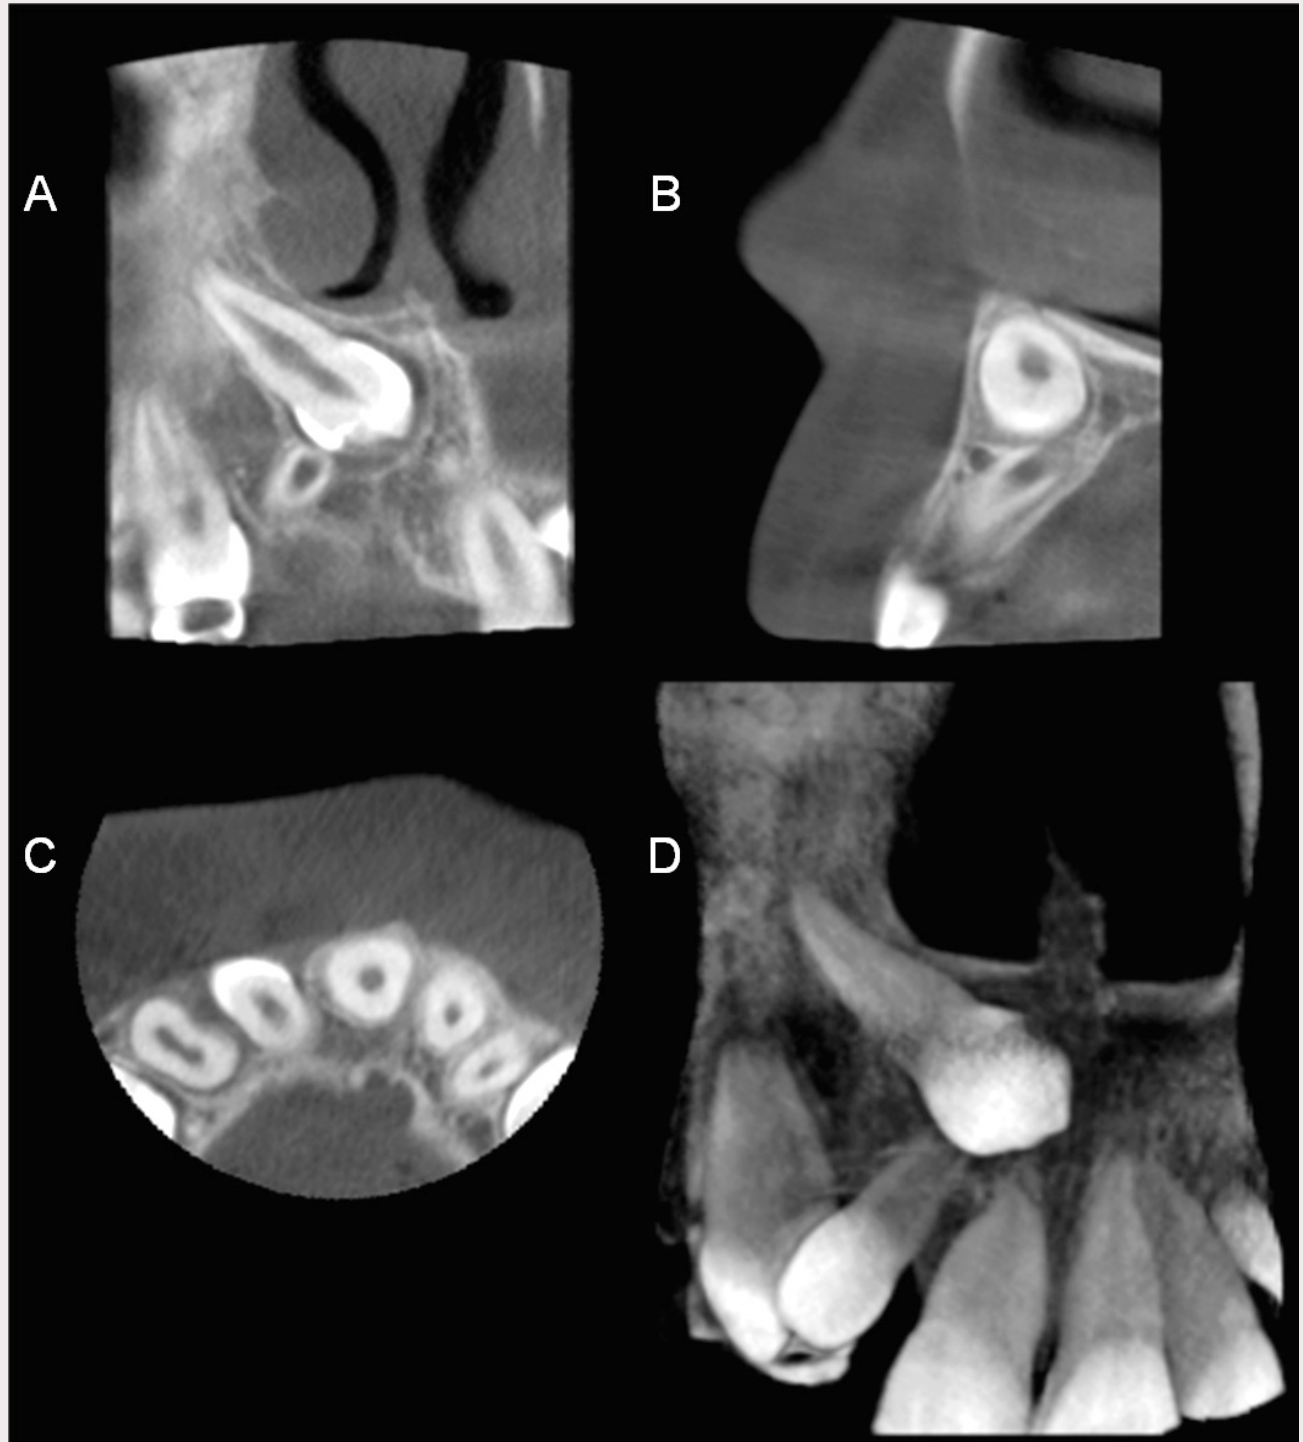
Cone-beam computed tomography (CBCT) image of the unerupted canine (D.13) including coronal (A), sagittal (B), axial (C) and 3D volume rendered view (D). CBCT imaging offers three-dimensional image data of the anatomy. Visualized image cross-sections can be oriented to conform any desired slice of the anatomy. The versatility of computed tomography is highly valuable for accurate imaging of maxillofacial structures which include complex 3D bone structures.
